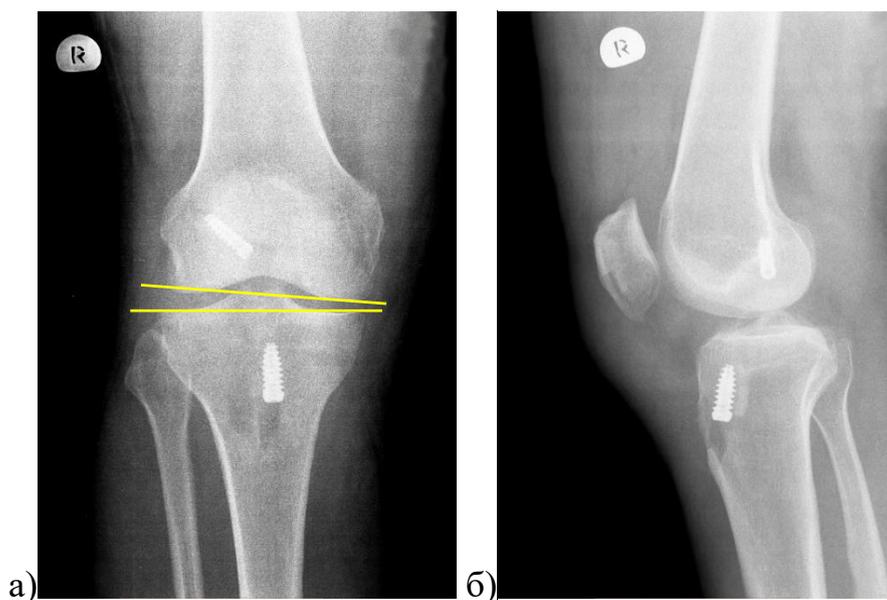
Переднезадняя рентгенограмма правого коленного сустава больного В., 29 лет (ИБ № 3427), выполненная через 18 мес. после пластики ПКС (ВТВ методика) и субтотальной резекции медиального мениска. Сужение медиальных отделов суставной щели: а) прямая проекция; б) боковая проекция.
